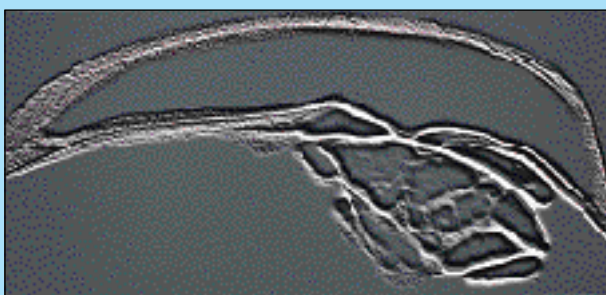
Elaborazione al computer dell'immagine radiografica.
